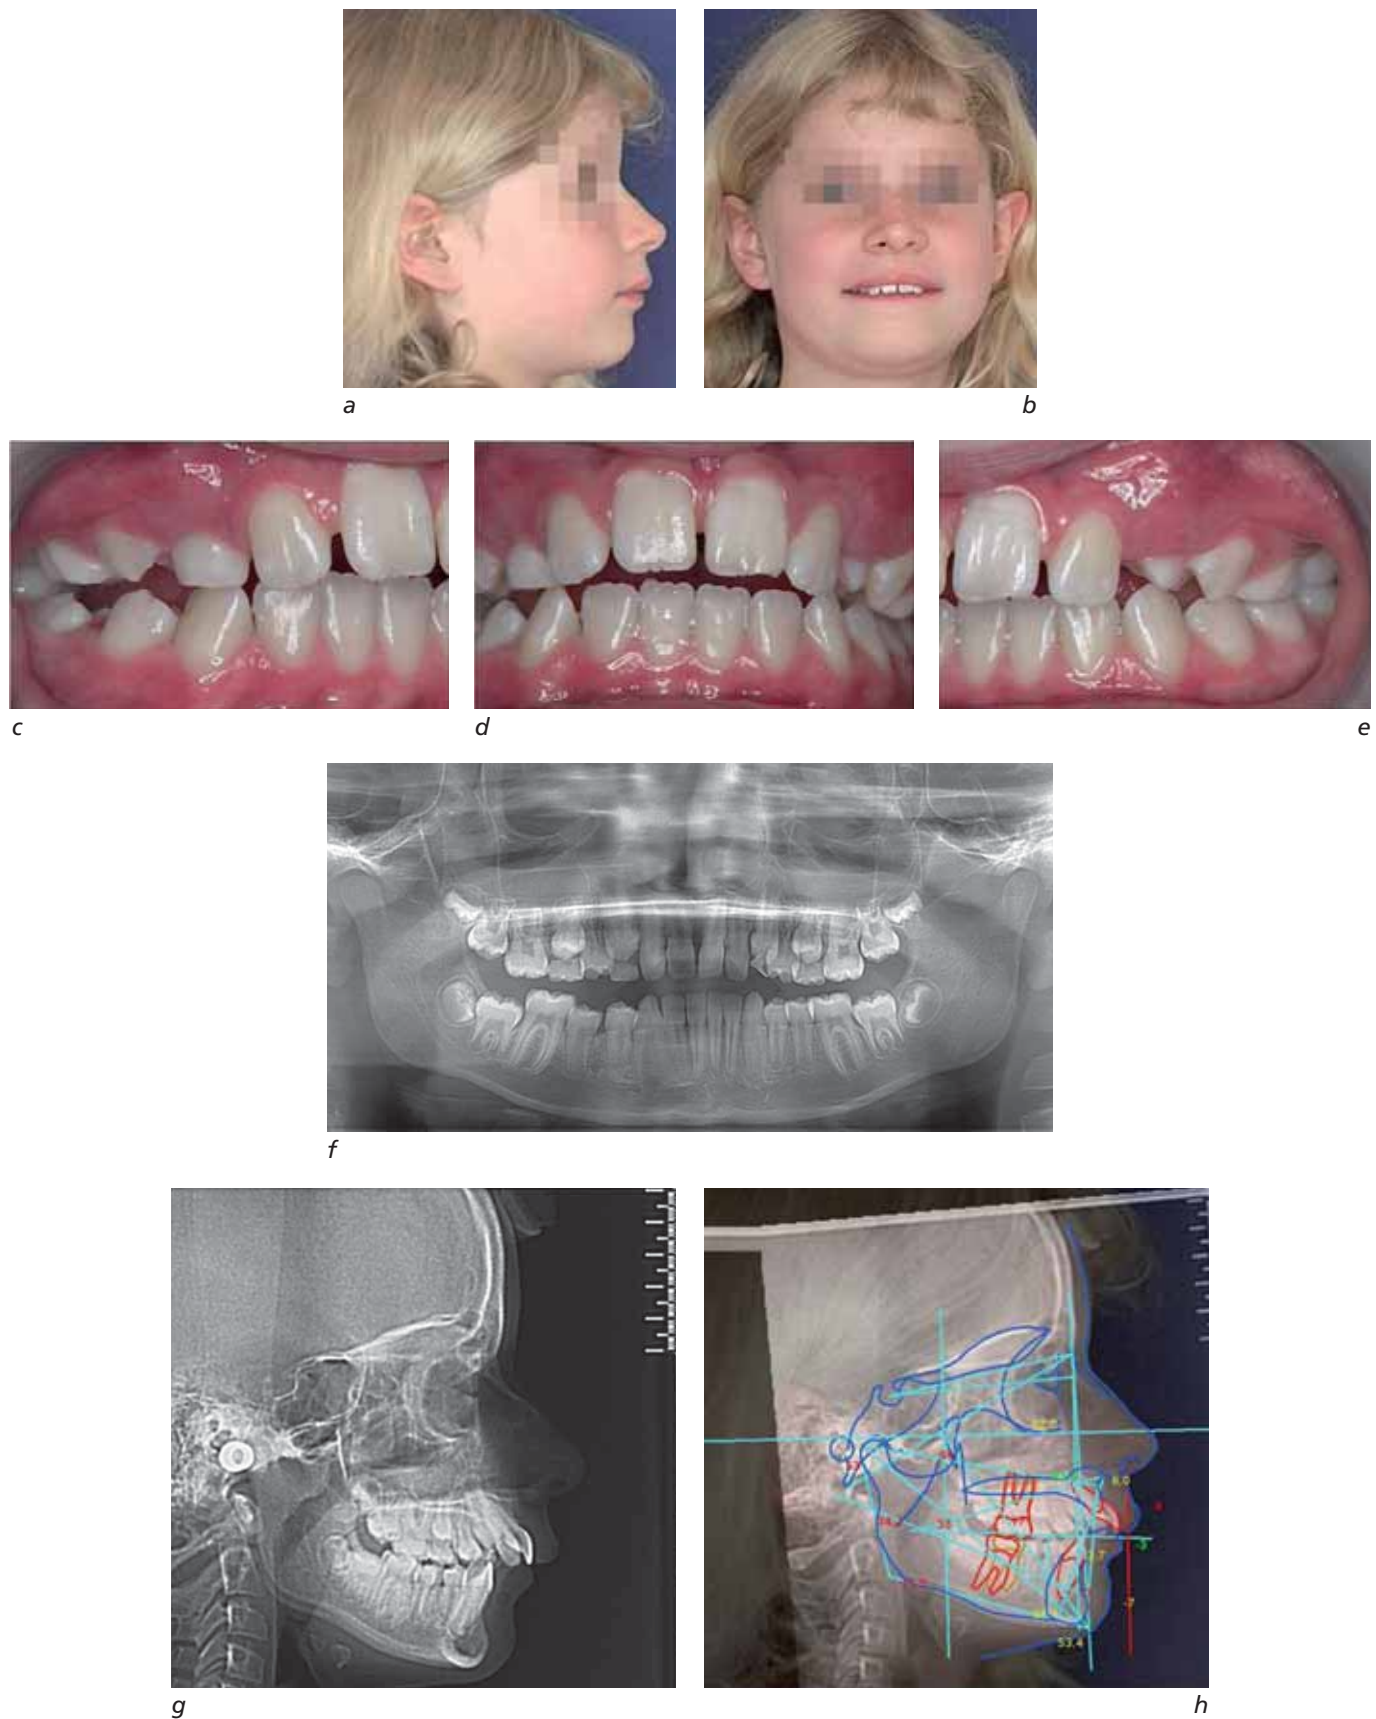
Visage (a et b), vues intrabuccales (c, d, e), radiographie panoramique (f), téléradiographie de profil (g), analyse céphalométrique (h).
